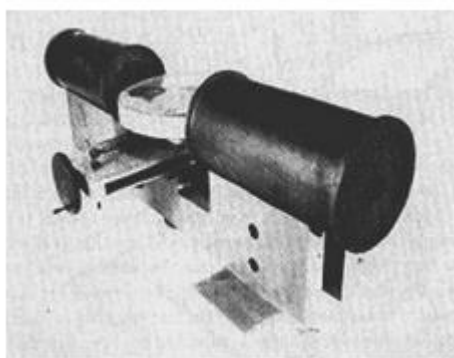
przedstawia ewolucję aparatury PET i PET/CT na przestrzeni lat w oparciu o rozdzielczość uzyskiwanych obrazów:
